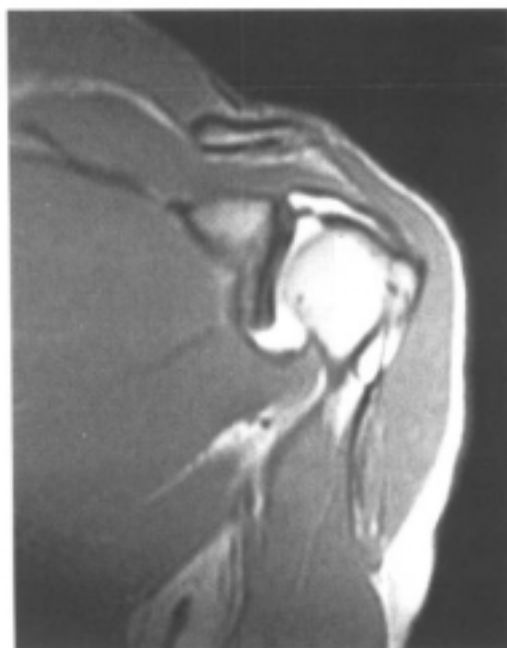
肩关节内注入Gd-DTPA后冠状面MRI图像
